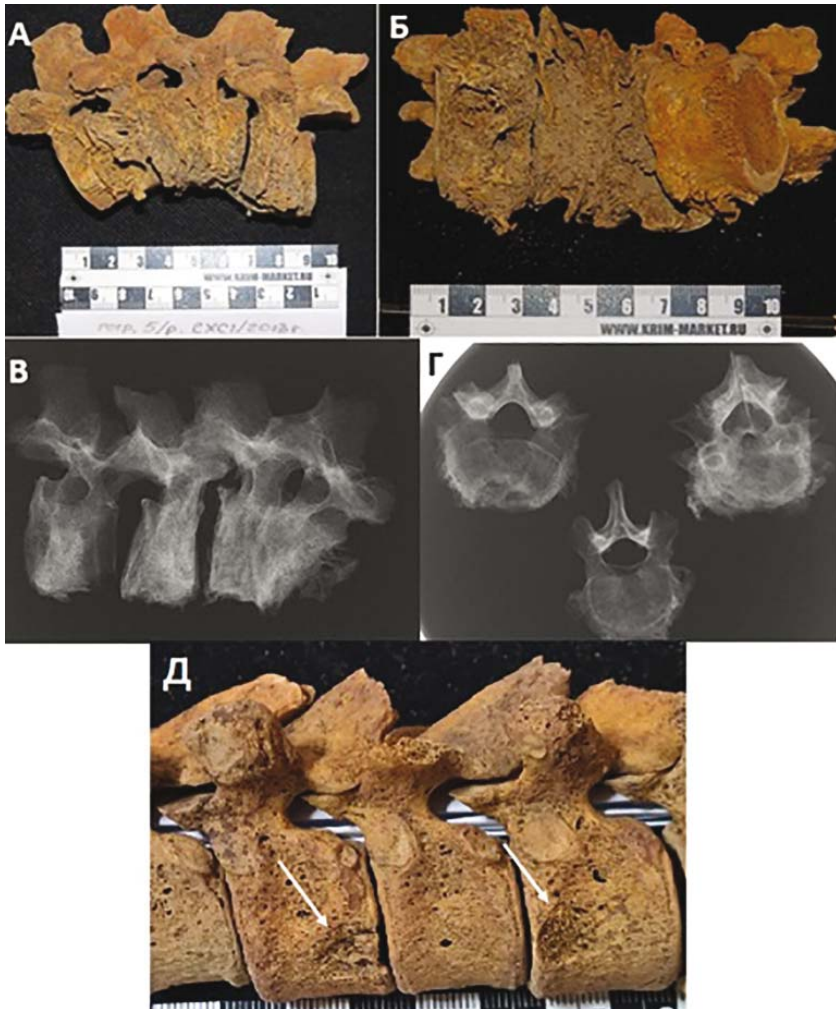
Компрессионный перелом в поясничном отделе позвоночника с посттравматическим остеомиелитом (пог. 5). А – фото латеральной стороны участка; Б – фото вентральной стороны участка; В, Г – рентгенограммы позвонков; Д – «ямки» на позвонках грудного отдела (обозначены белыми стрелками).
